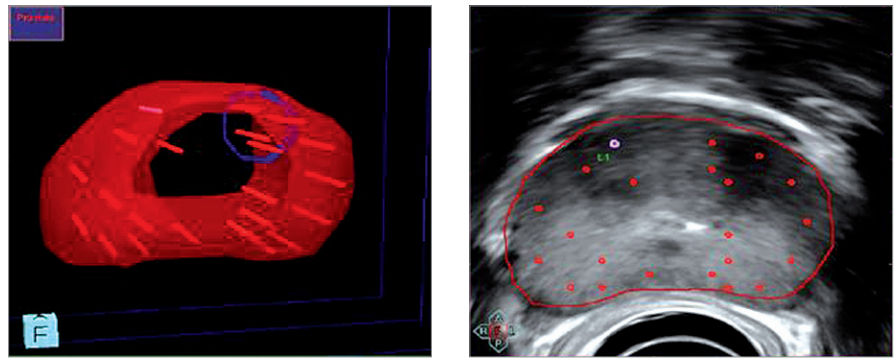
Anhand der MRT-Untersuchung wird die stereotaktisch gesteuerte Prostatastanzbiopsie geplant und die Bildergebnisse auf das Ultraschallsystem übertragen, mit den markierten Punktionspunkten, anhand derer die Stanzbiopsie vorgenommen wird (mit Genehmigung des Autors B. Hadaschik et al, Urologe 2012)
